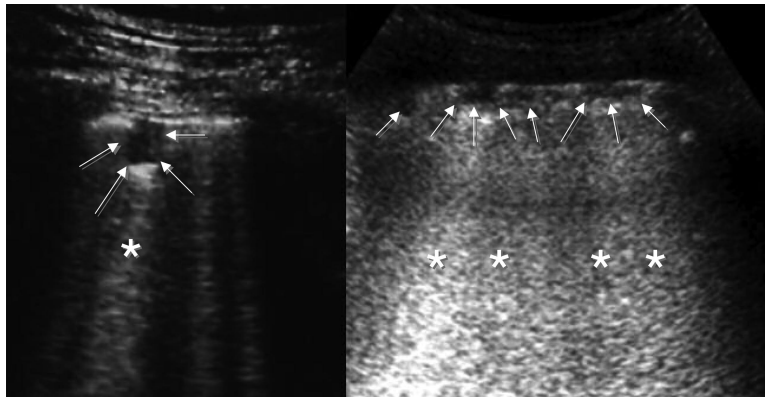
Sonographic pattern of parenchymal lung consolidation. PPLs, either isolated (*left panel*) or multiple (*right panel*), [arrows], appear as hypoechoic pleural-based focal images allowing ultrasound transmission, from which B-line-like artifacts arise (asterisks).
